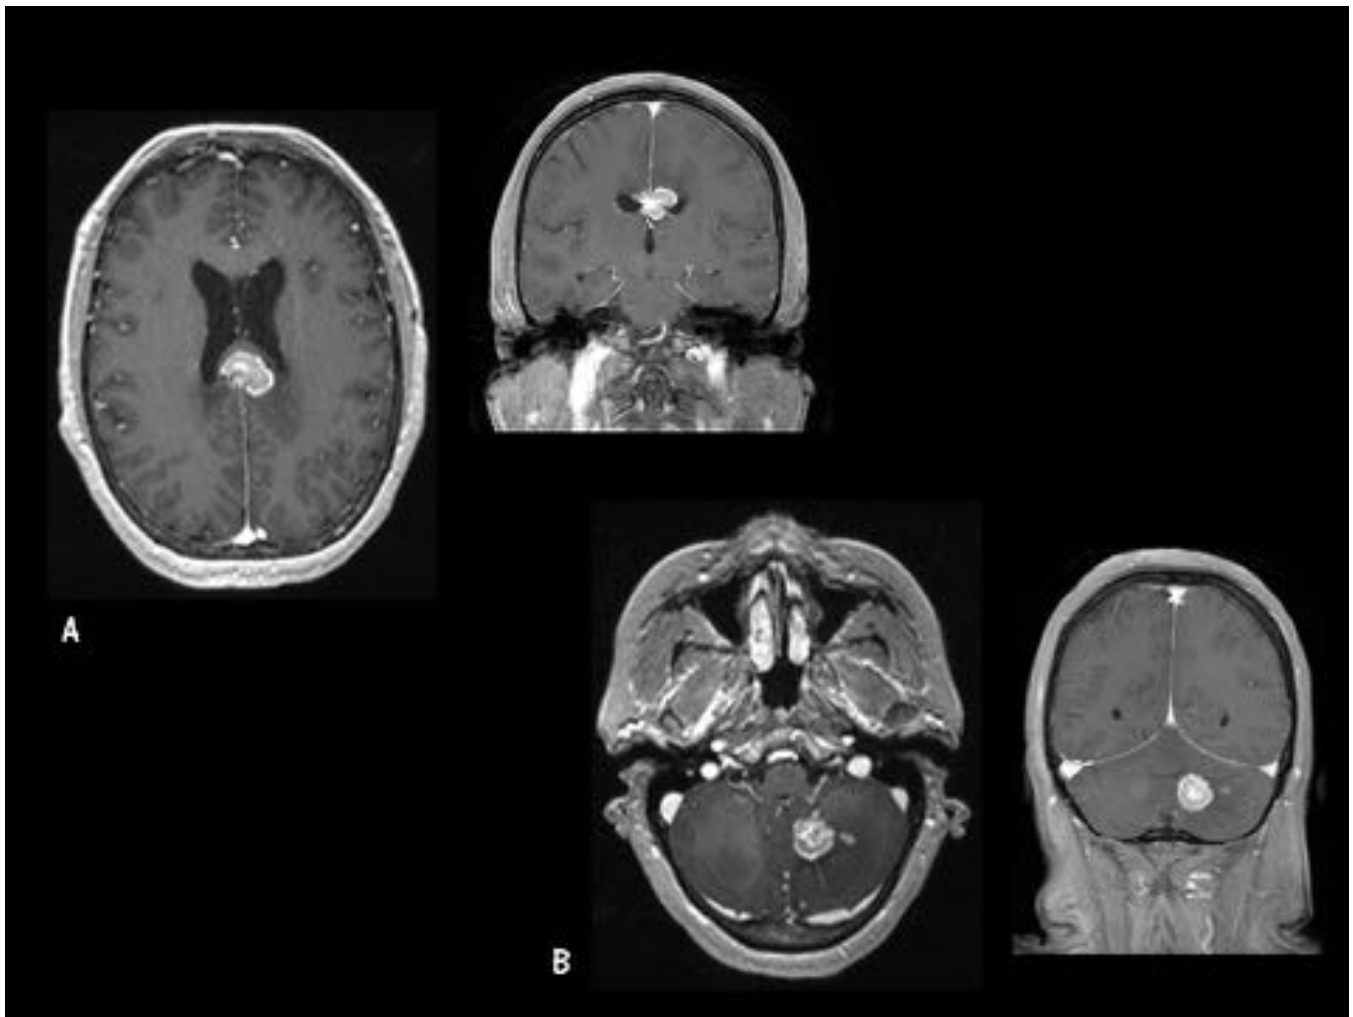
Caso 3. Etiología tumoral. RM Cráneo. Secuencia potenciada en T1 post-contraste. Lesiones cerebrales múltiples, con intensa captación de contraste, localizadas en el cuerpo del cuerpo calloso (A) y en hemisferio cerebeloso izquierdo (B), concretamente afectando al núcleo dentado izquierdo.
